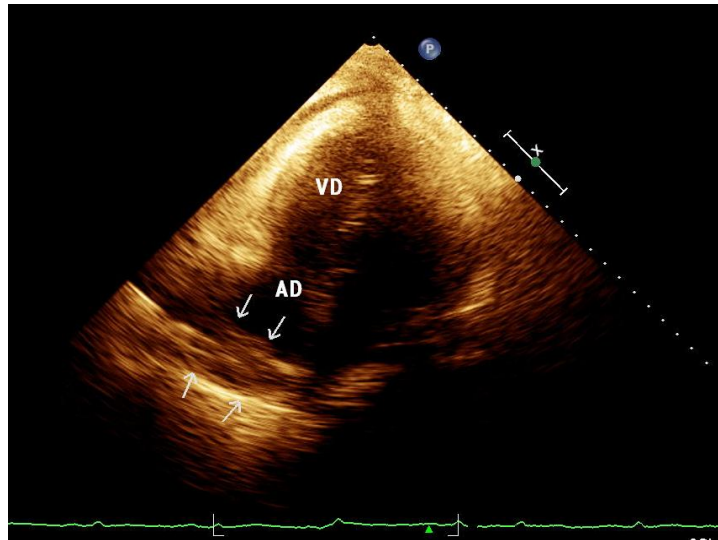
Ecocardiograma transesofágico: tumor que infiltra la pared de la aurícula derecha.
